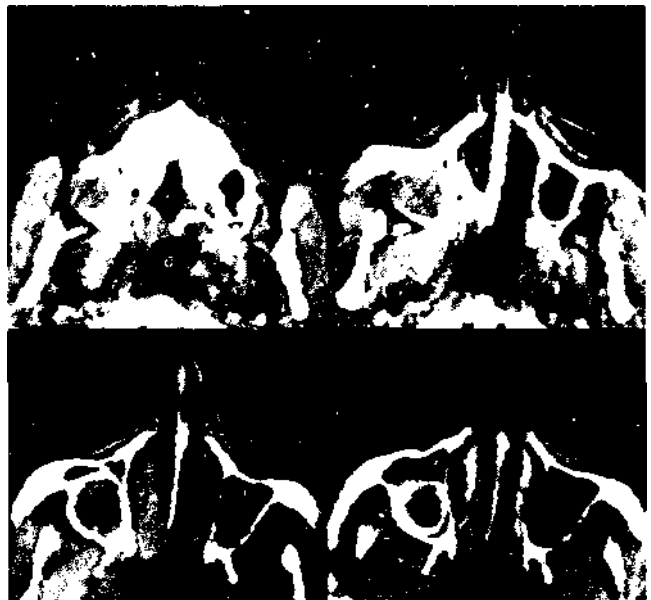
КТ околоносовых пазух больного Н. В правой ВЧП определяется округлое образование с гиперденсивным ободком по периферии.
